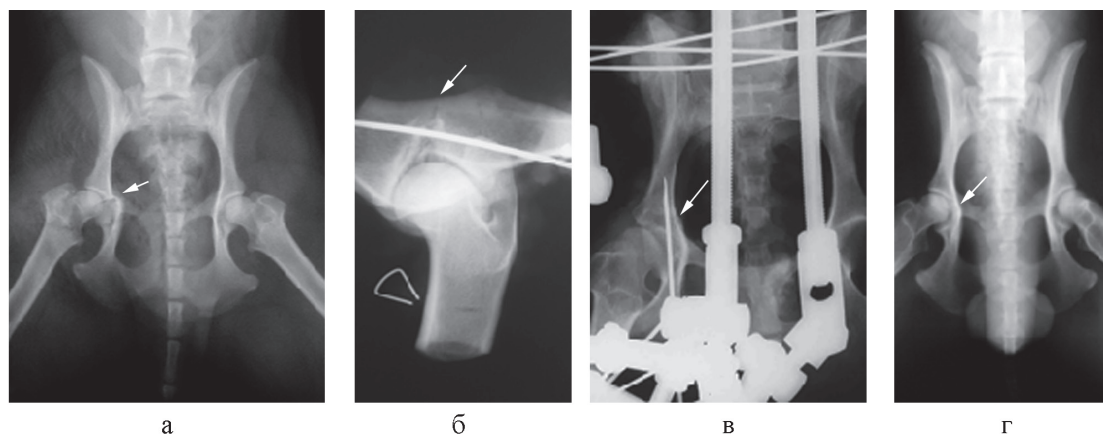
Рентгенограммы таза:
